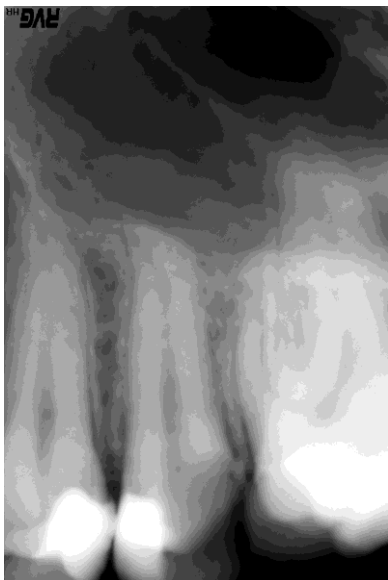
Рентгенограма 25 зуба хворого Н., 31 року до проведеного ендодонтичного лікування.
